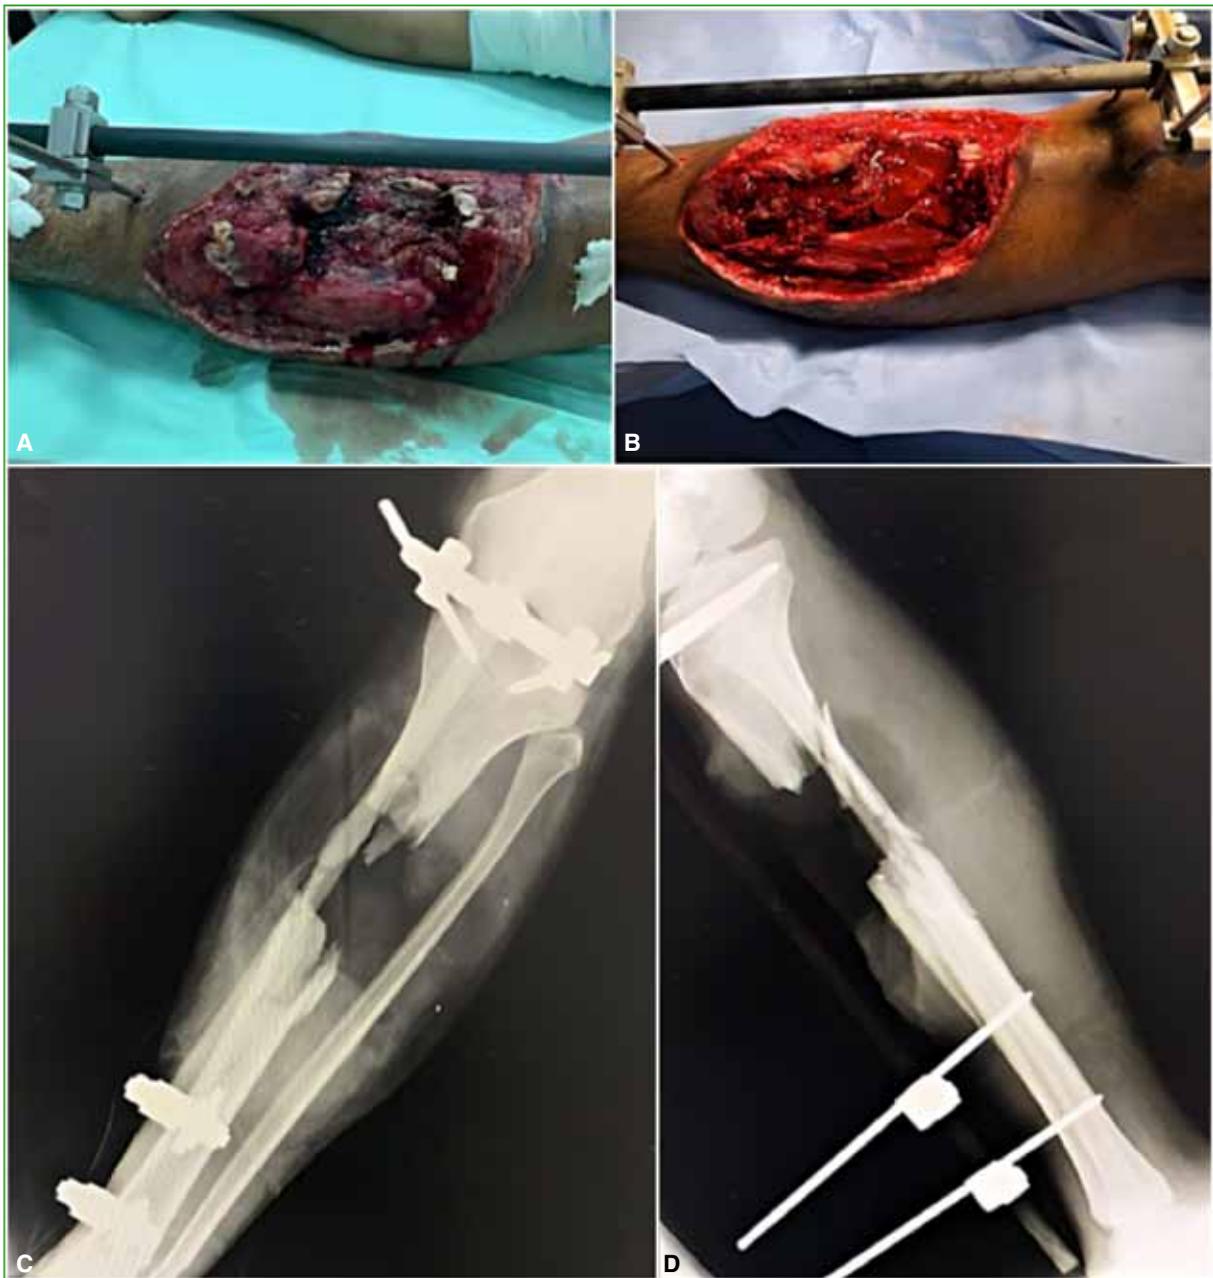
Soldado de 19 años con trauma secundario a una herida por arma de fuego en la pierna izquierda. A. Imagen clínica al ingresar. B. Imagen intraoperatoria del primer lavado quirúrgico. C y D. Radiografías anteroposterior y lateral de pierna izquierda.
